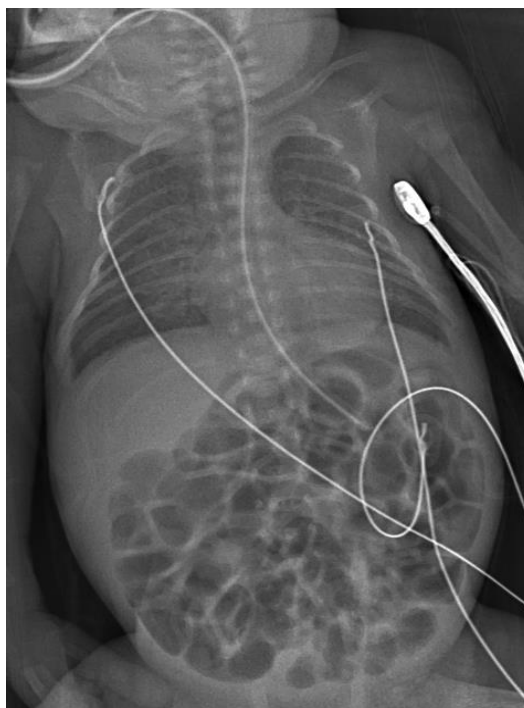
Недоношенный новорожденный, 28 сутки жизни, вес 1067 г., среднетяжелое течение РДС (И/б №85914/A20). На микрофокусной рентгенограмме отмечается диффузная гиповентиляция, на фоне которой слабо дифференцируется легочный рисунок с наличием участков мелко- и среднекистозных просветлений и наличием нерезкого симптома «воздушной бронхографии»
